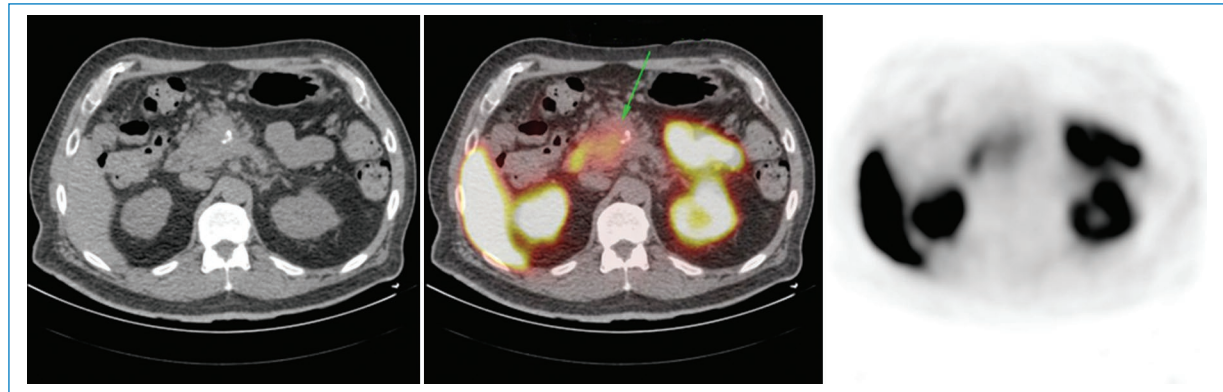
PET-PSMA corte axial donde se visualiza moderada captación del radiotrazador PSMA con SUVmáx 4.5 en formación localizada en cabeza de páncreas (flecha).
